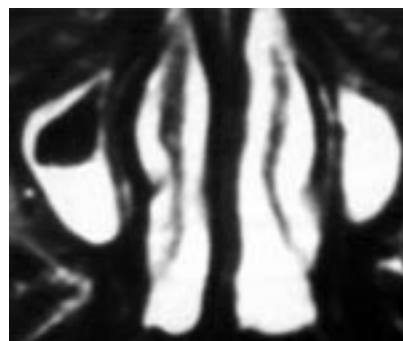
МРТ ОНП. Картина двустороннего гайморита.
